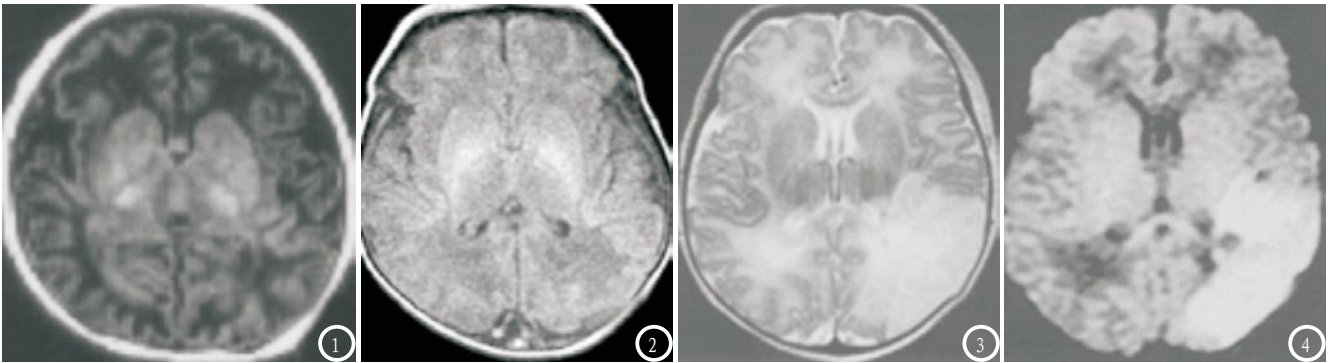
MRI示双侧丘脑出现高信号, 双侧内囊后肢正常高信号消失; 图2 MRI示灰白质分界消失; 图3-4 MRI示重度HIE患儿, T₂WI示左侧顶枕叶大面积脑梗死呈楔形高信号, DWI病变信号极高, 胼胝体压部亦呈显著高信号。
